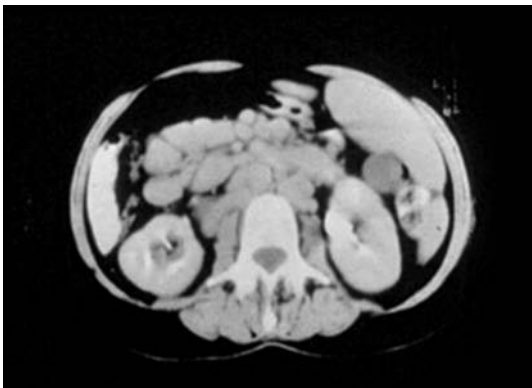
Tomografía computarizada abdominal. Adenopatías retroperitoneales y esplenomegalia.
